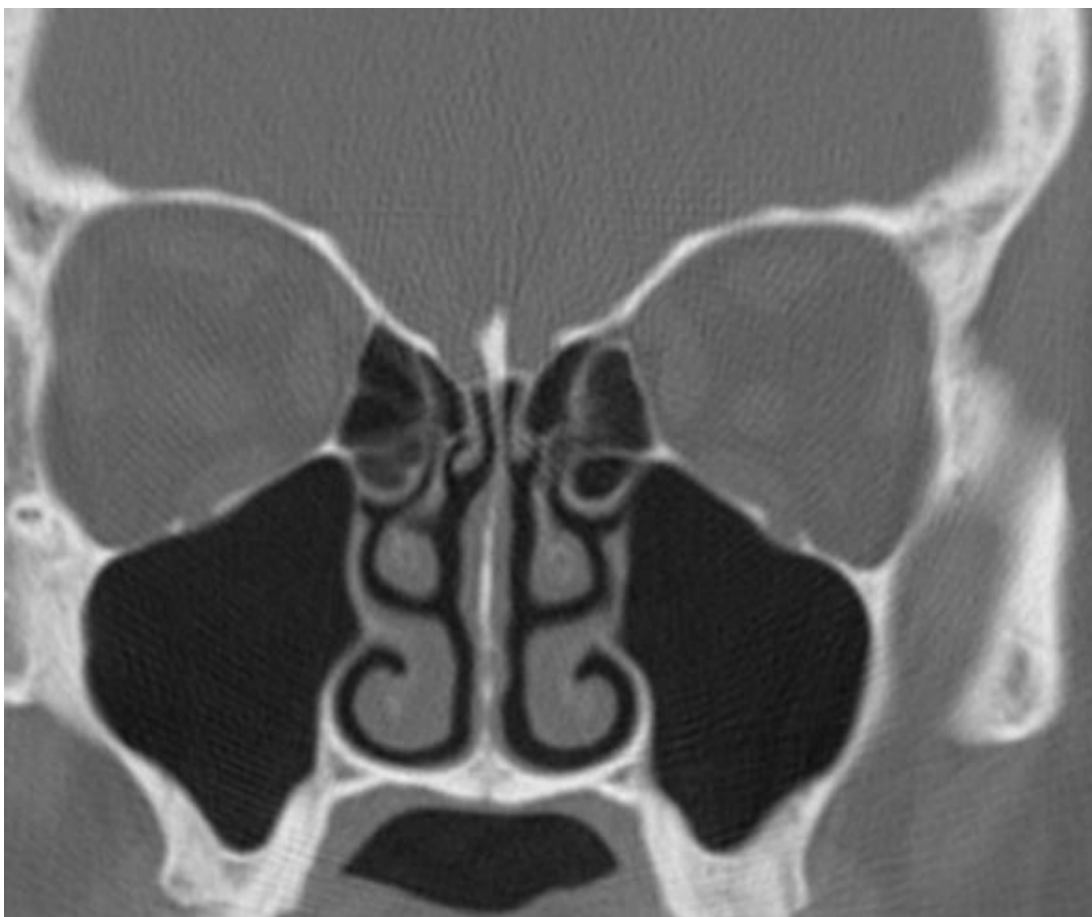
СКТ. Візуалізація компонентів ОМК справа та зліва.
